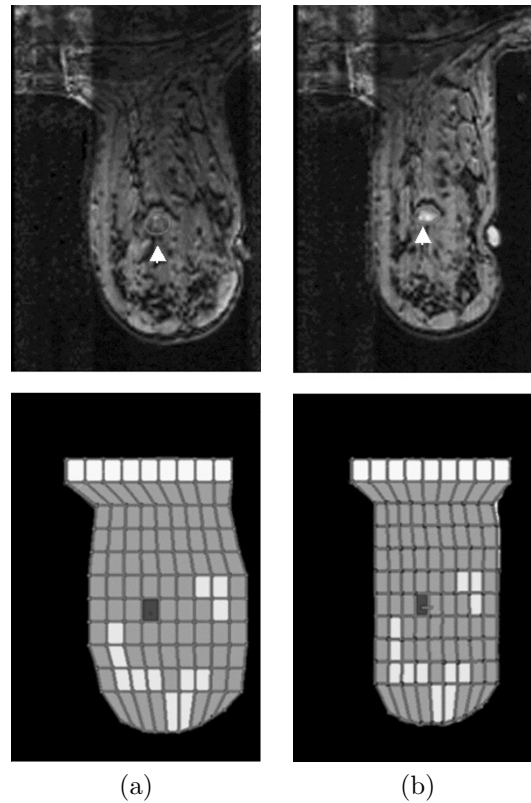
Tomografía RM (arriba) y modelo de elementos finitos (abajo) para la simulación de mamografías: (a) antes de la compresión y (b) después de la compresión. La lesión se indica, respectivamente, mediante una flecha blanca y un elemento finito de color oscuro.
